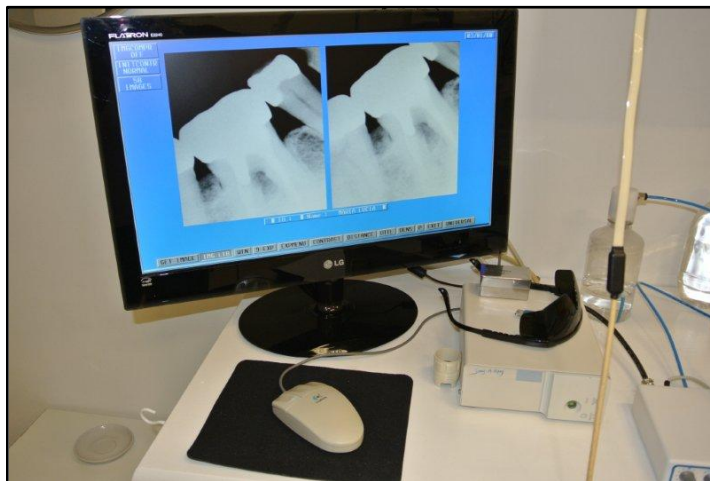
Radiografias digitais
